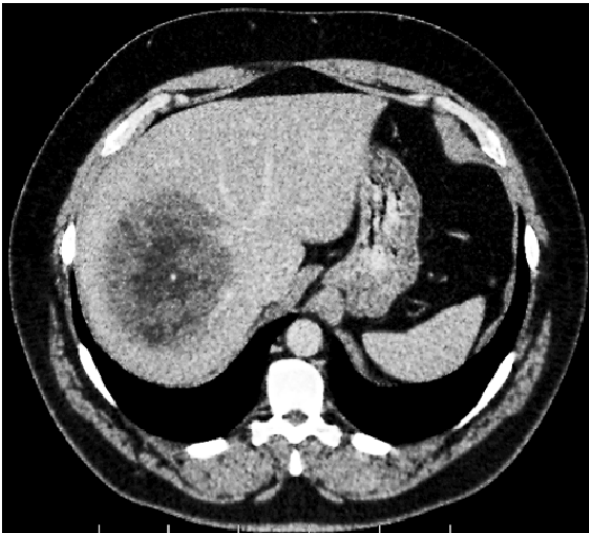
Компьютерная томограмма больного Л. с обширным поражением правой доли печени
